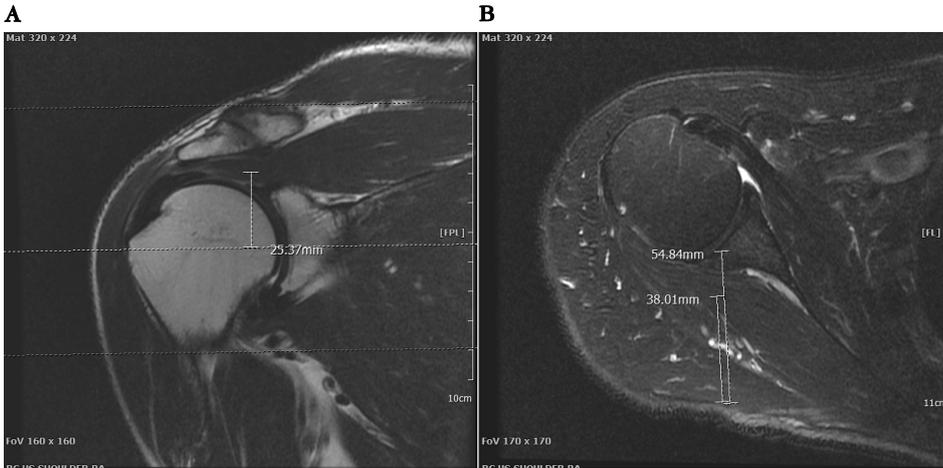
The measurement of needling point by MRI (A: Coronal view, B: Axial view).
